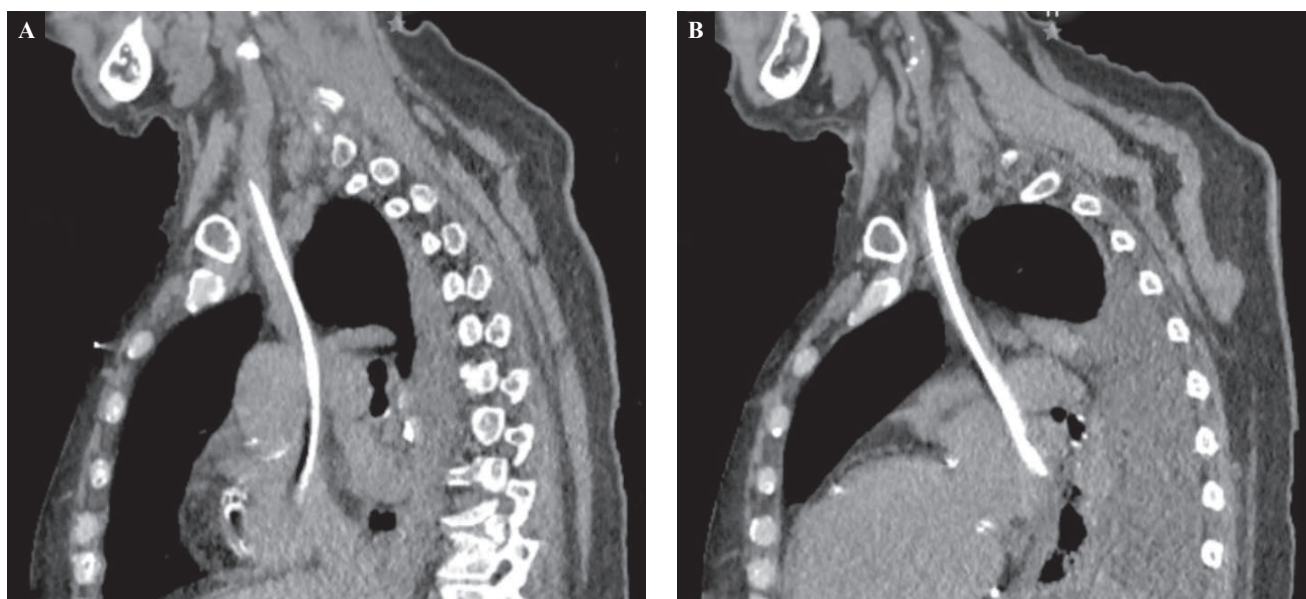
Corte sagital en tomografía axial computarizada simple de tórax en la que se observa catéter venoso central en A. Vena cava derecha y B. Vena cava izquierda.
